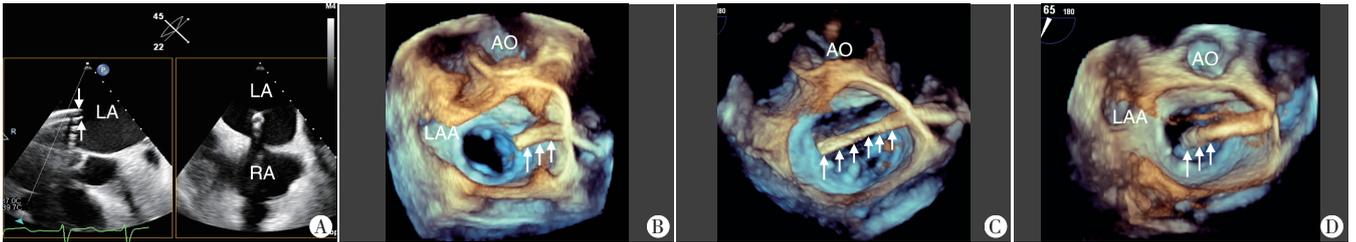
A:TEE双平面同步显示鞘管进入左房(箭头示鞘管头端);B-D:实时三维超声成像可清晰显示整个鞘管在左房的位置(图B箭头示),引导输送系统置入(C),到达二尖瓣口上方(图D箭头示)。LA:左房;RA:右房;LAA:左心耳;AO:主动脉
